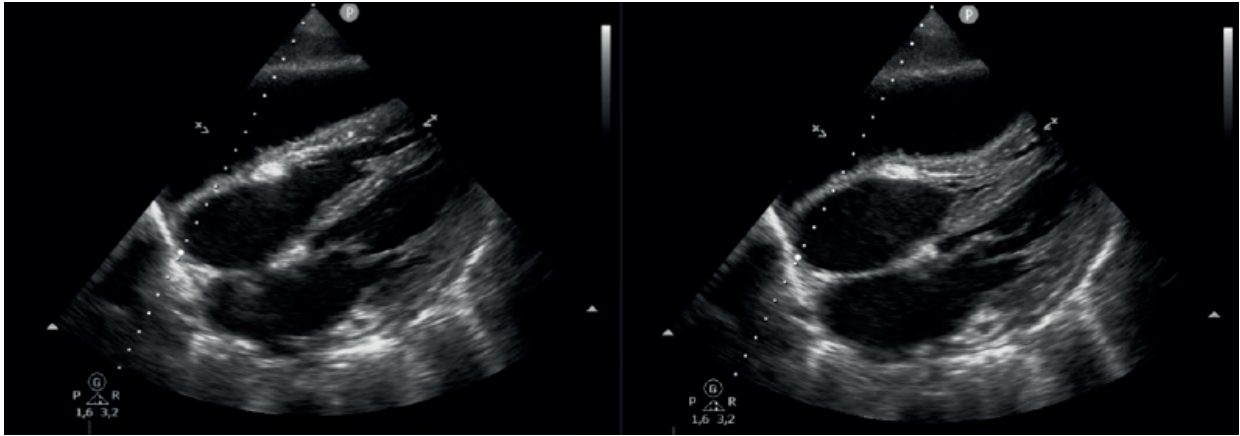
Ecocardiografía transtorácica. Eje subcostal. Derrame pericárdico severo que se ve como un espacio libre de ecos entre el epicardio y el pericardio parietal, en diástole (izquierda) y sístole (derecha). Esta separación de las capas pericárdicas puede ser detectada a partir de que el líquido pericárdico excede los 15-35 ml. Se observa en esta imagen colapso de ventrículo derecho en sístole. Referencias: 1. Derrame pericárdico; 2. Aurícula derecha; 3. Ventrículo derecho; 4. Aurícula izquierda; 5. Ventrículo izquierdo.
